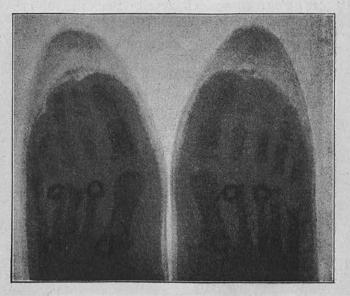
Изображеніе ногъ въ обуви при посредствѣ Рентгеновскихъ лучей.
